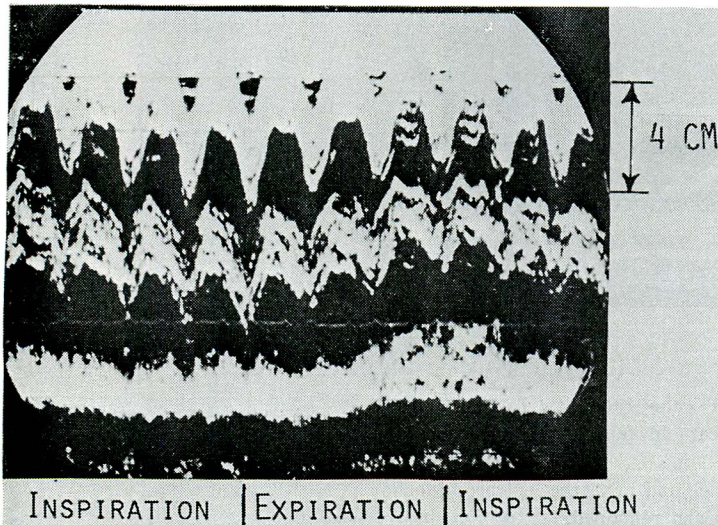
Change of echocardiographic features by deep respiration (H. M., a 69-year-old female, idiopathic pericarditis with effusion)
